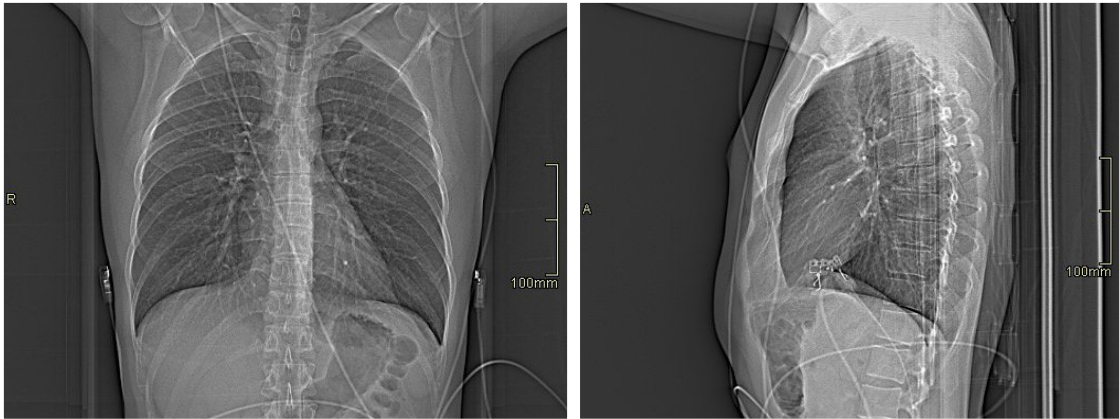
Scanogramma Antero-Posteriore e Latero-Laterale in un paziente sottoposto a Cardio-TC.
